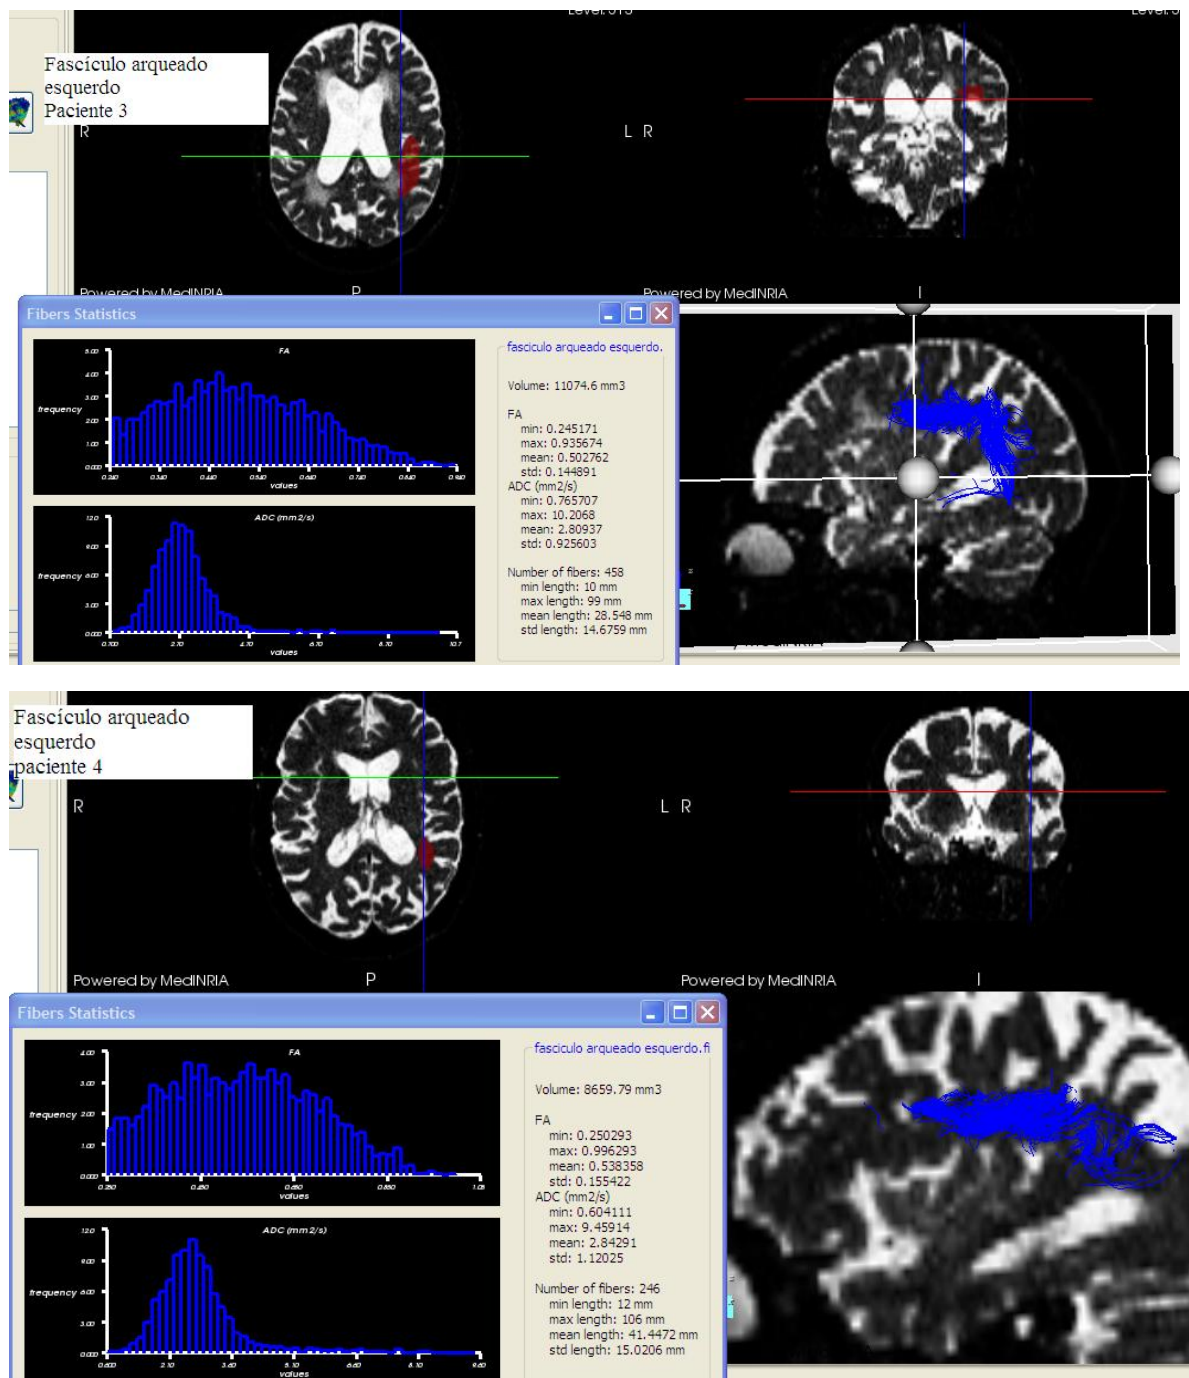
DTIs de quatro pacientes onde se evidencia o fascículo arqueado esquerdo em azul analisado a partir das ordenadas identificadas nas imagens axiais e coronais no exame de ressonância magnética obtida em T2. A janela no quadrante inferior esquerdo da figura mostra os dados numéricos utilizados para a análise estatística.
